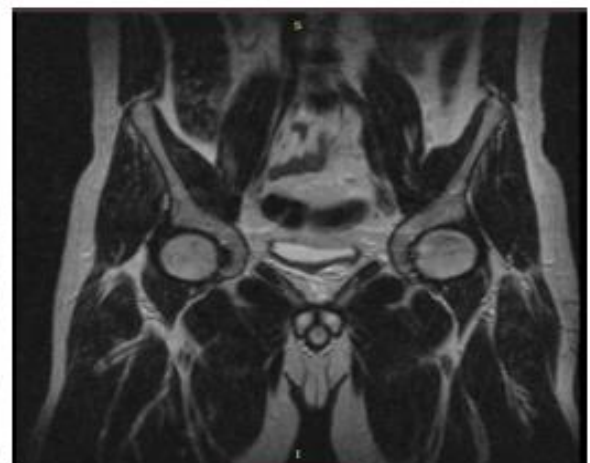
МРТ кульшових суглобів пацієнтки 35 років з асептичним некрозом головки лівої стегнової кістки, 2 стадія за Ficat, тип C2 за JIC до лікування.
